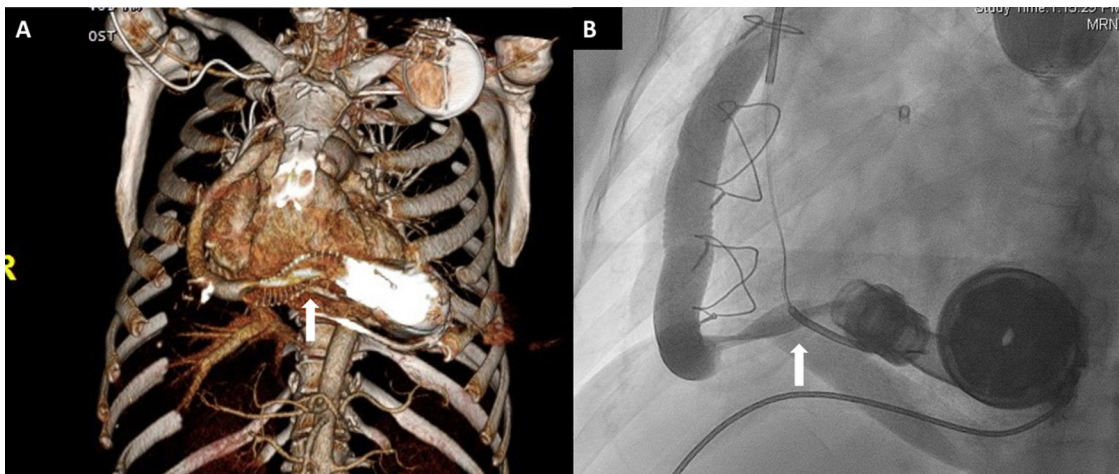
A: tomografía computarizada de tórax con reconstrucción tridimensional que indica torsión del injerto de salida (flecha). B: angiograma del injerto de salida que confirma el giro en la última parte, cerca de la conexión con la bomba (flecha).
